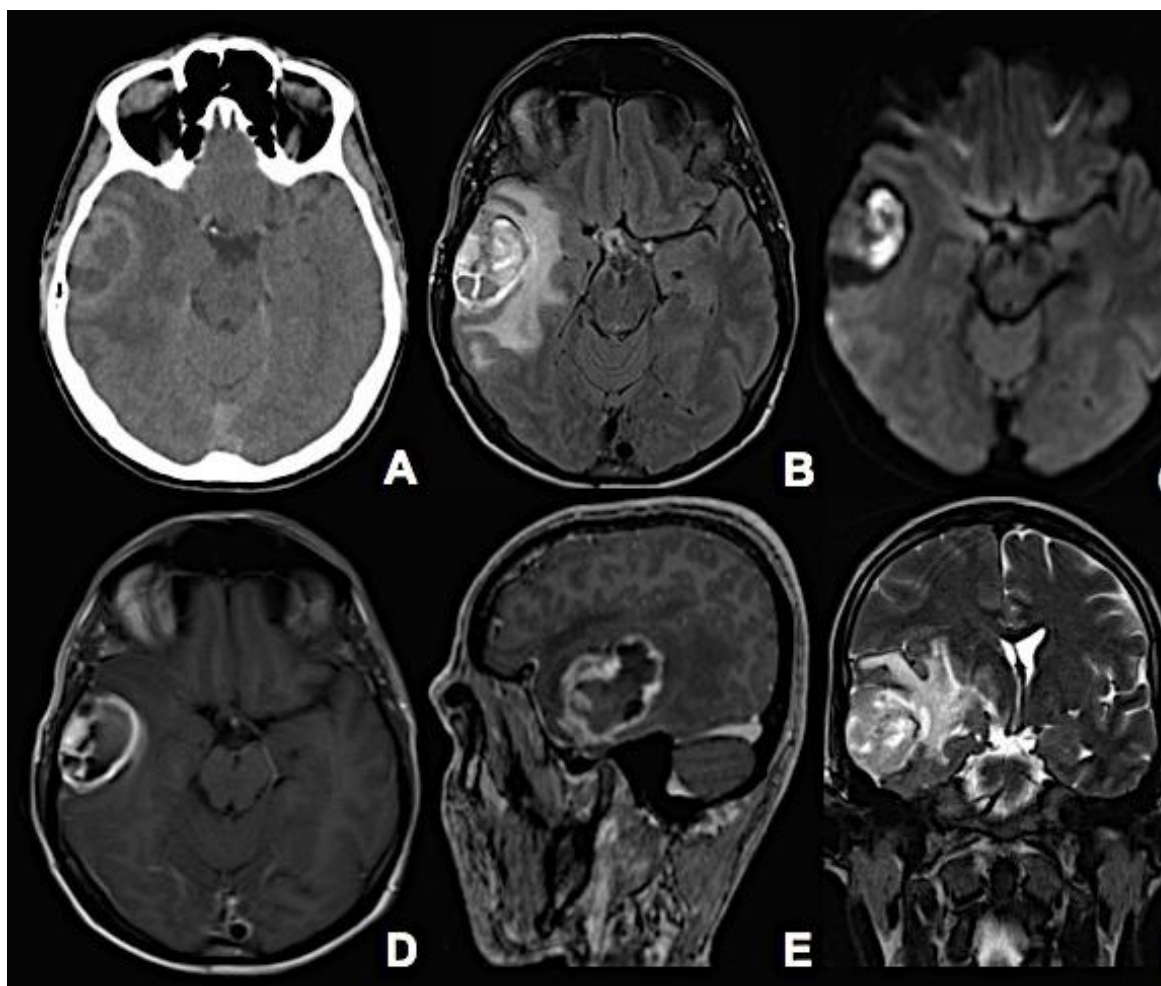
Exames de neuroimagem pré-operatórios. Tomografia de crânio com contraste demonstrando lesão irregular captante, com evidente edema perilesional (A). Sequências de Ressonância Magnética de encéfalo, cortes axiais, evidenciando aspecto irregular da lesão com hipersinal perilesional caracterizando edema vasogênico em Flair (B); restrição à difusão (C), e reforço perilesional evidenciando quebra de barreira hematoencefálica em T1 com contraste (D). Corte coronal T1 com contraste evidenciando o aspecto irregular da lesão (E), e coronal T2 com grande edema vasogênico perilesional.
